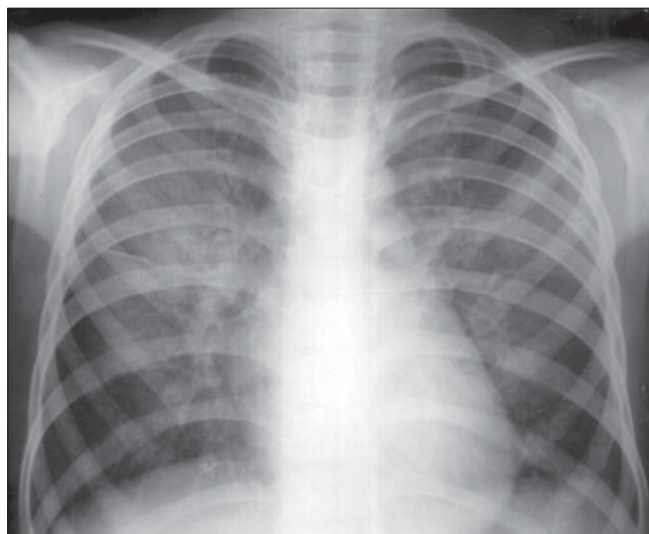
Radiografie toracică PA. Interstițiul pulmonar accentuat. Opacități masive cu caractere alveolare într-un caz cu leucemie limfoidă.
